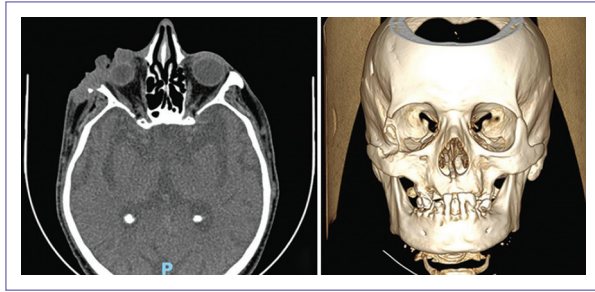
A y B Imágenes por tomografía computarizada y TAC 3D respectivamente, evidenciando compromiso de globo ocular, músculos extraoculares y erosión del hueso cigomático.
